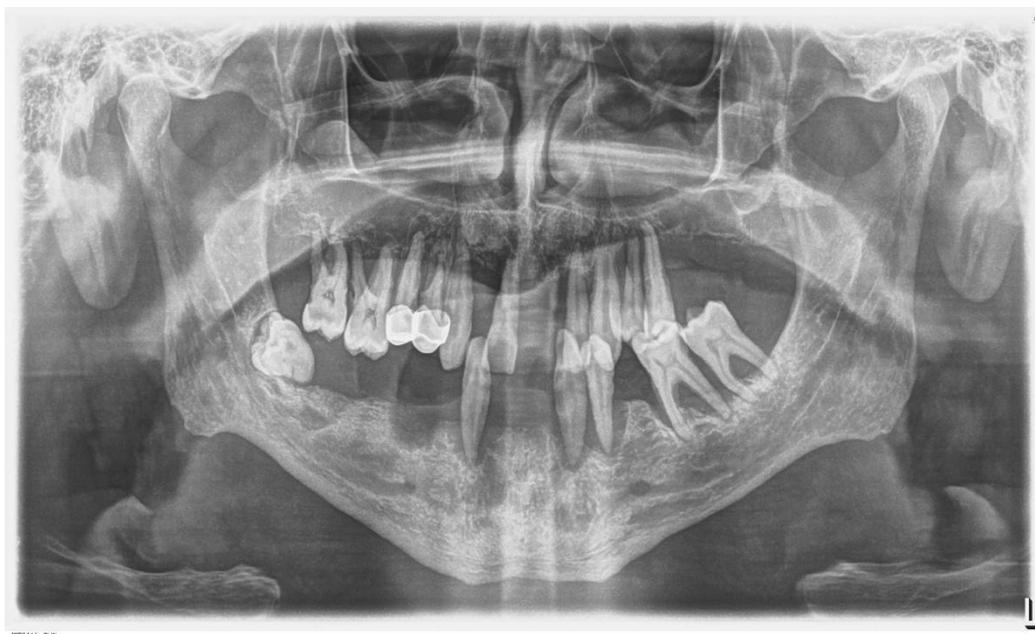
Рентгенологічно ГП III ступеню, період загострення.
